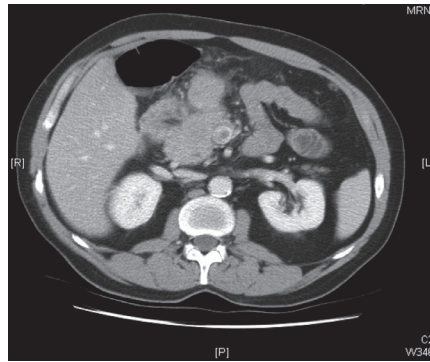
Imagen de TC de abdomen de junio 2015 con trombosis incidental de vena mesentérica superior (VMS) y masa tumoral englobándola.
